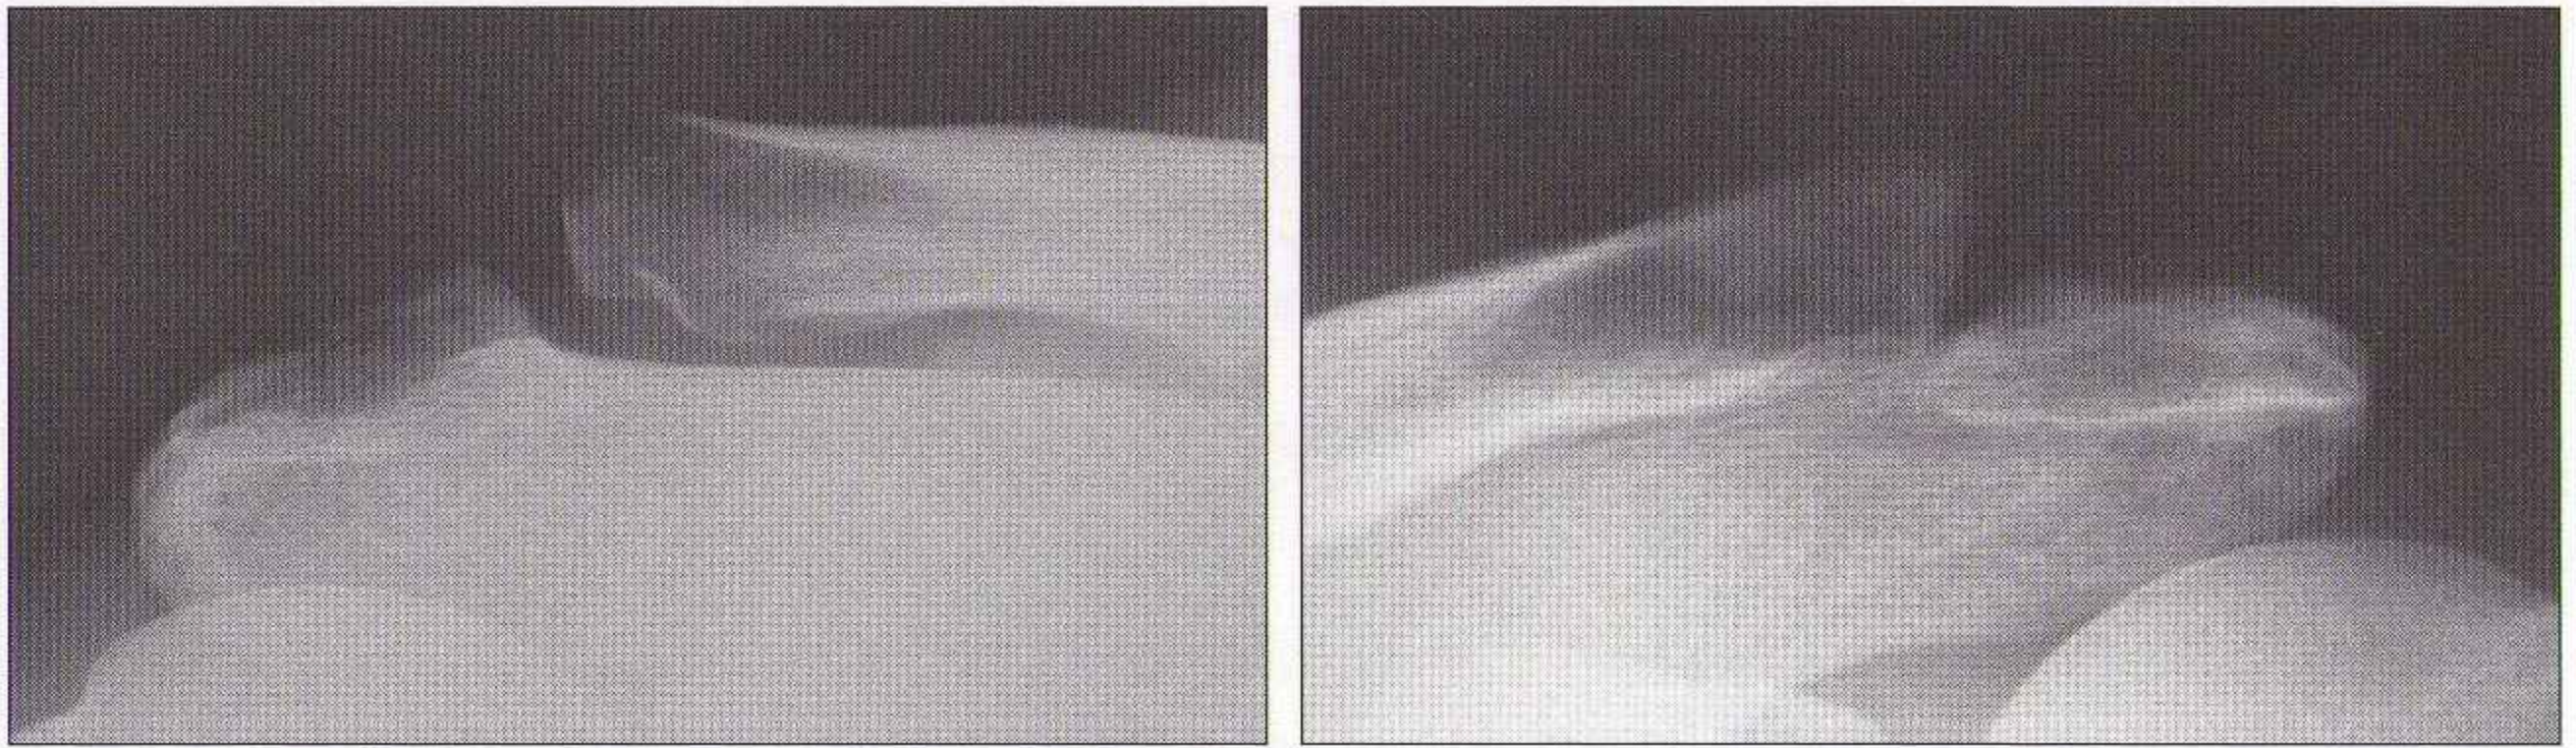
Radiographie de face des deux épaules réalisée en charge avec un poids dans chaque main : alignement normal de l'articulation acromioclaviculaire gauche, subluxation de l'articulation acromioclaviculaire droite.
